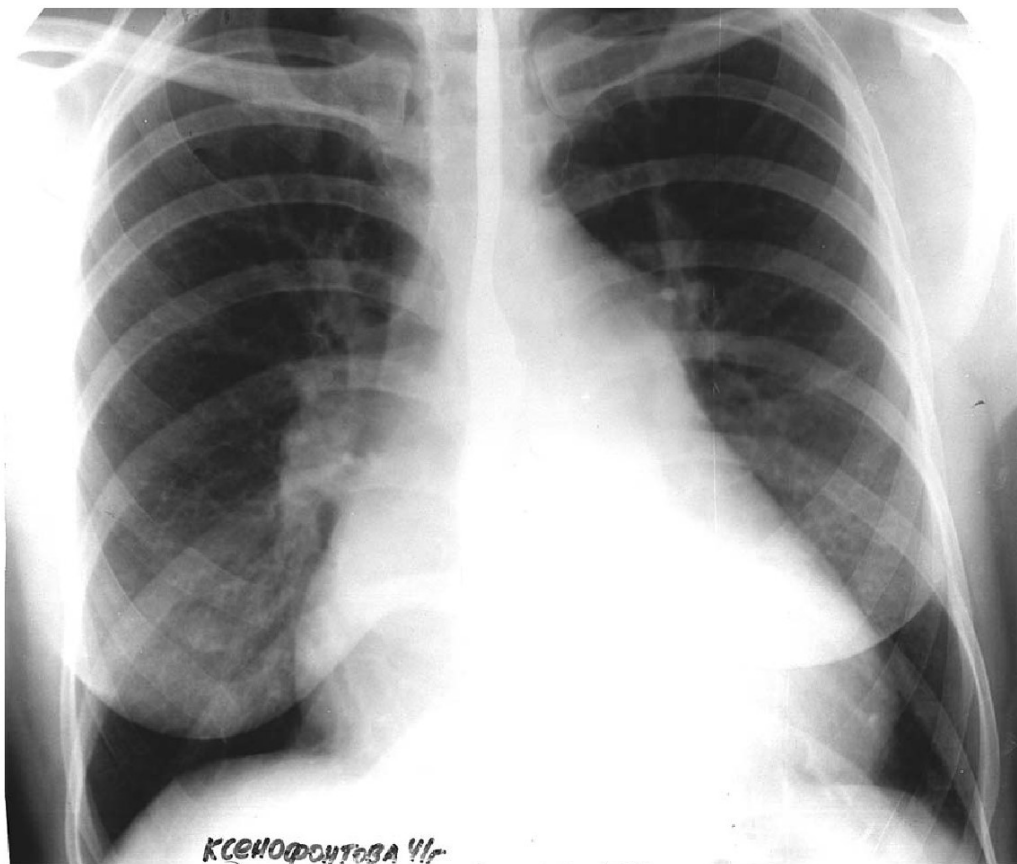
Рентгенограмма больной с ревматическим митральным пороком сердца, стенозом левого атриовентрикулярного отверстия. В прямой проекции прозрачность легочного фона на периферии легочных полей высокая. Корни легких широки за счет магистральной ветви легочной артерии. Сердце митральной конфигурации. По левому контуру сердечной тени преобладает дуга легочной артерии. На фоне тени сердца — автономная тень левого предсердия. Тень аорты мала
